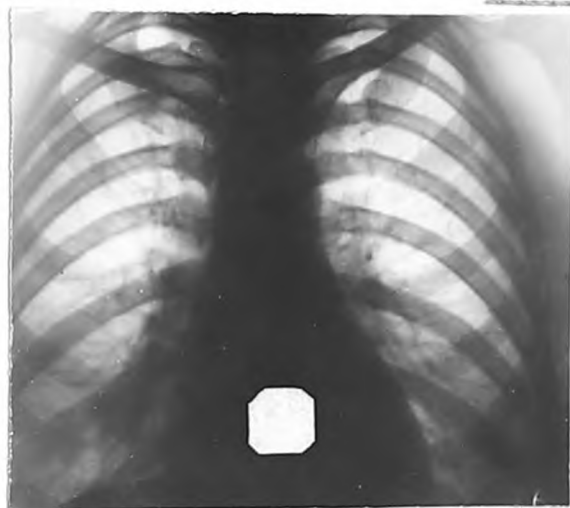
То же наблюдение. Правая томограмма. Срез 9 см от кожи спины. Видны крупные обызвестленные лимфоузлы бифуркационной группы (стрелки).
